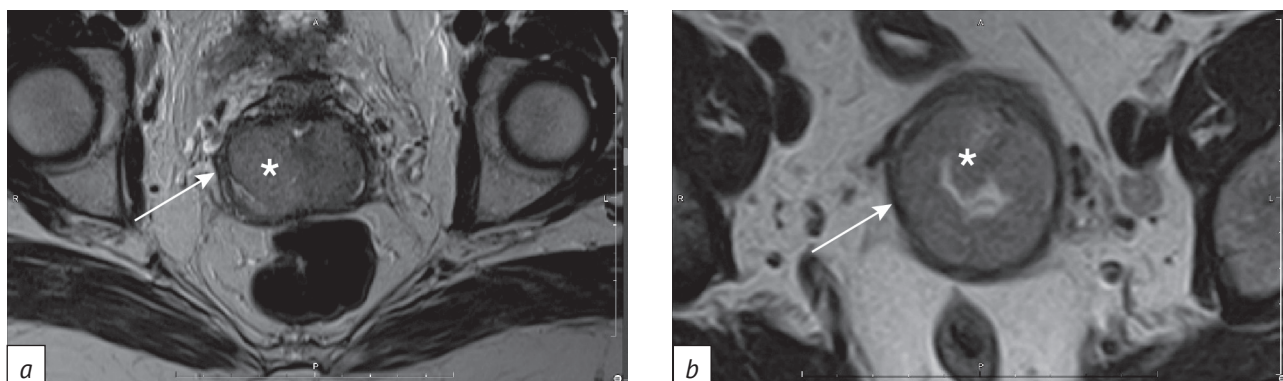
Магнитно-резонансные томограммы в режиме Т2-ВИ в аксиальной плоскости:
